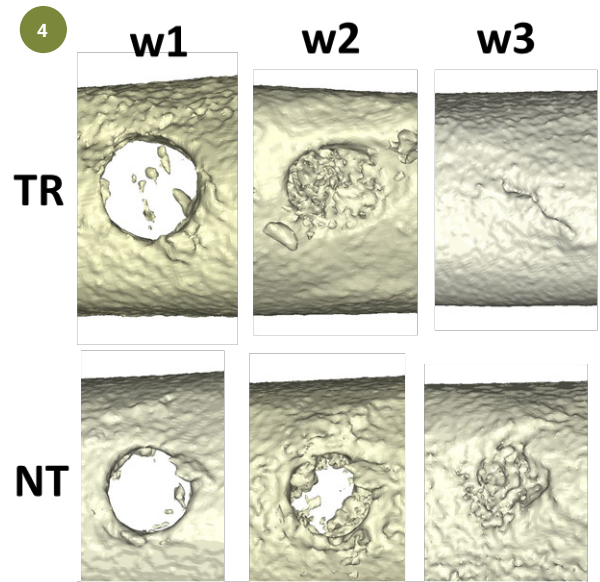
Mikro-CT eine, zwei und drei Wochen nach sham Operation. Training (TR) versus ohne Training (NT)
